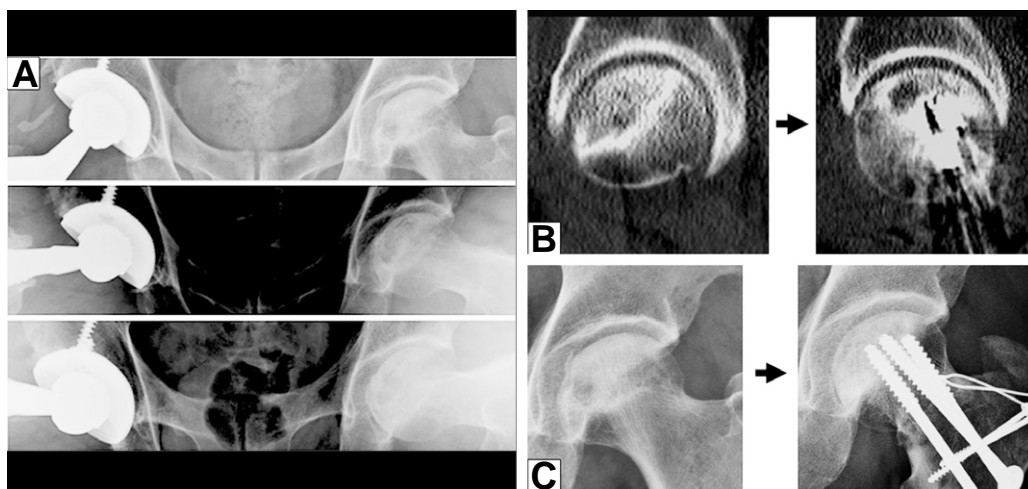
This patient is 49-year-old male. (A) Both hips AP radiographs are taken with neutral, 90° flexion, and 130° flexion. (B) CT sagittal image demonstrates 90 posterior rotation of femoral head. (C) Left hip AP radiograph reveals the change of necrotic area.
